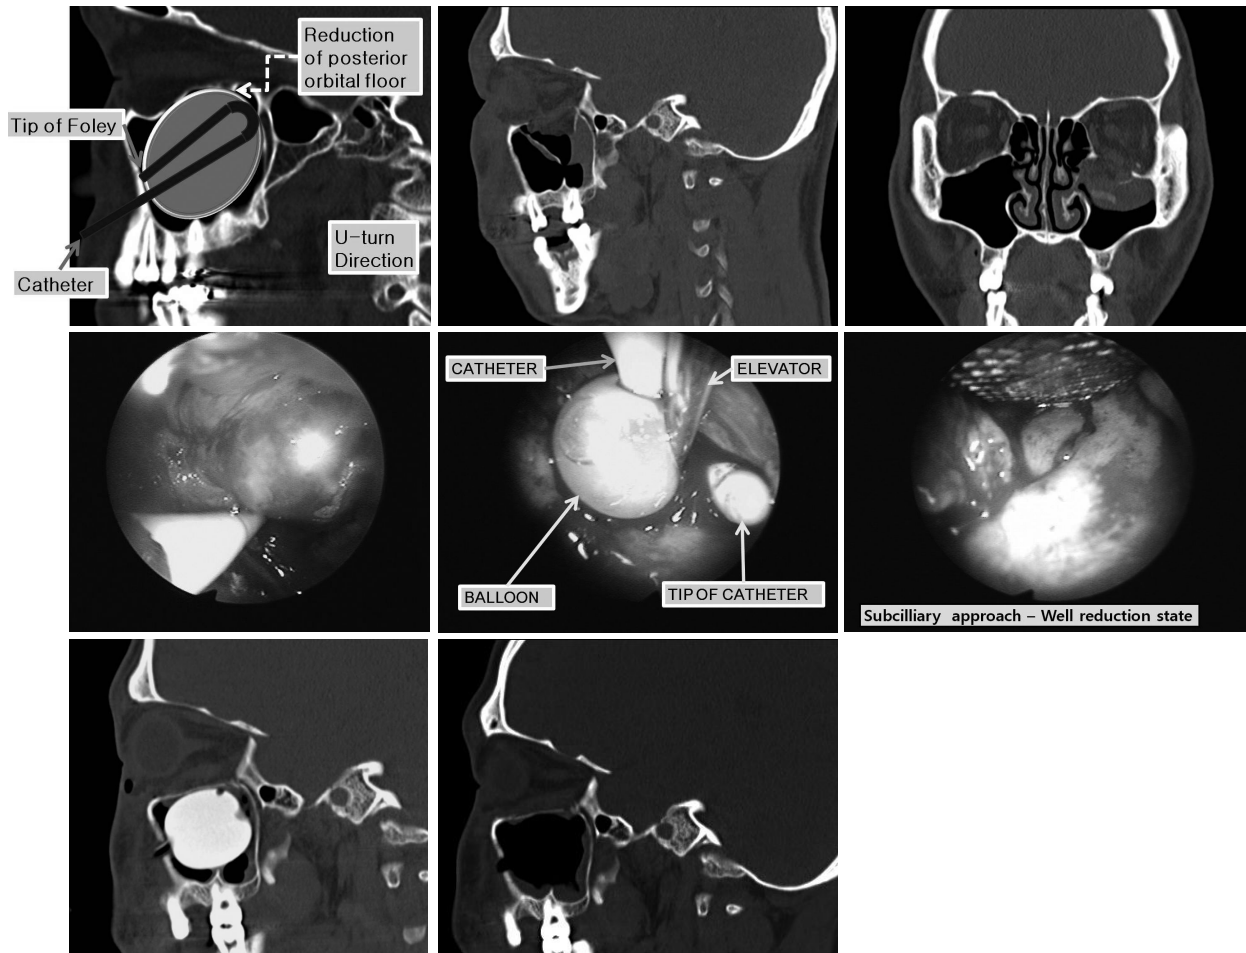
Case 7: burst type fracture in a 32-year-old male with a left blow-out fracture. (Above, left) Preoperative computed tomograph shows the estimated balloon shape, direction of the catheter, and size selection. This photograph shows the catheter turned to reduce the posterior shelf. (Above, center & right) Preoperative computed tomograph shows a left orbital floor fracture. Intraoperative endoscopy shows (Center, left) the herniated orbital contents, (Center, center) and the turn from the orbital apex to the anterior maxillary wall, i.e., the balloon catheter lies in a U-shape. (Center, right) It shows the reduction of the orbital floor and its contents with the balloon catheter. (Below, left) Postoperative computed tomograph in 7 days shows that the antral balloon adapted well to the maxillary sinus. (Below, right) Postoperative computed tomograph in 17 days shows that the fractured orbital wall was excellently reconstructed with the balloon technique using an endoscopic approach.
